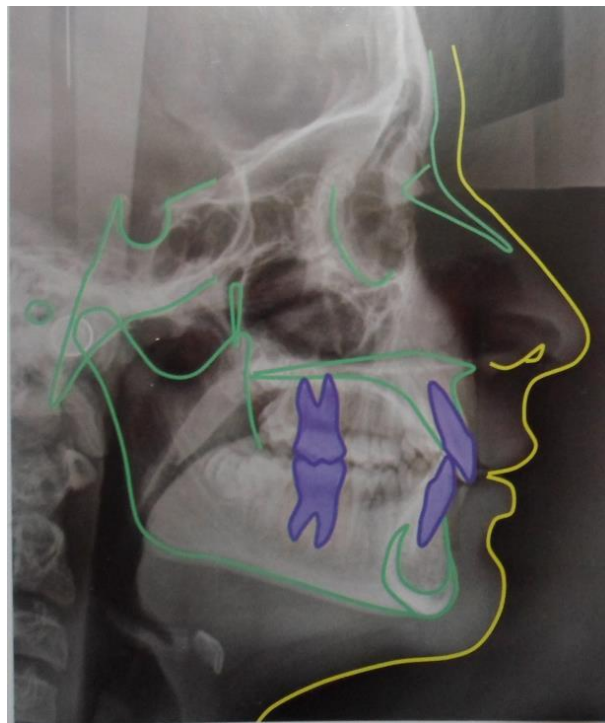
Radiografía lateral de cráneo.
